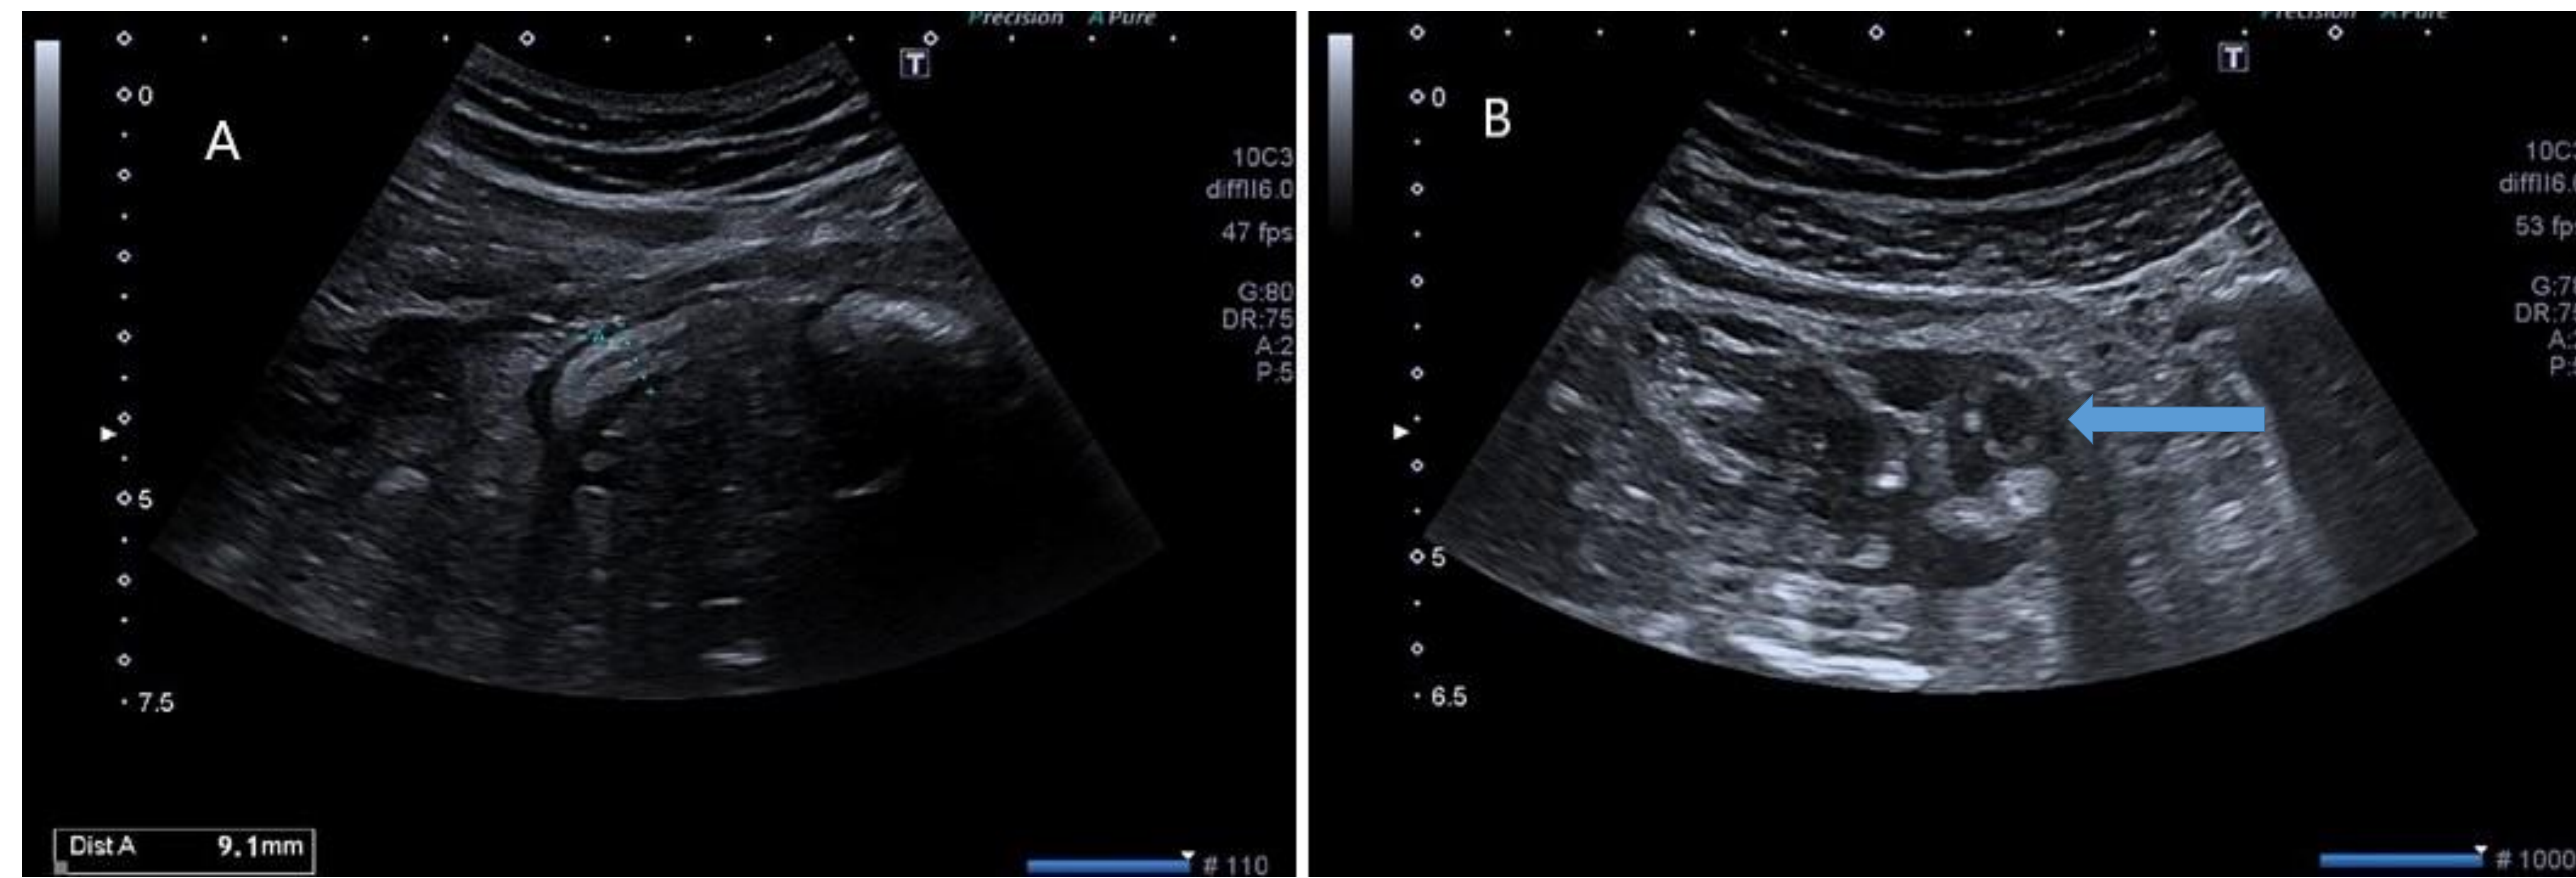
Apendicitis. Ecografía
